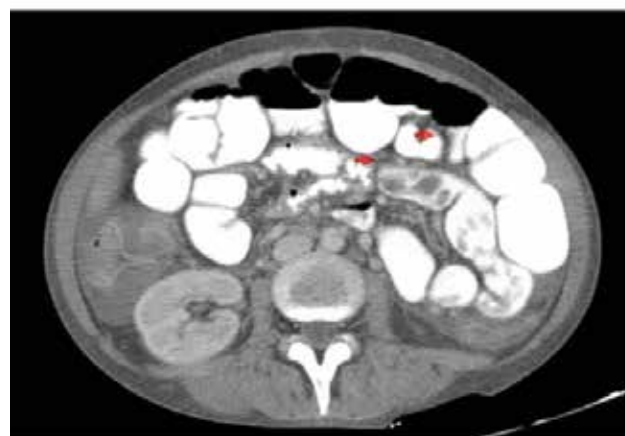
Tomografía abdomen y pelvis: paredes colónicas edematosas, presencia de neumatosis intestinal.
